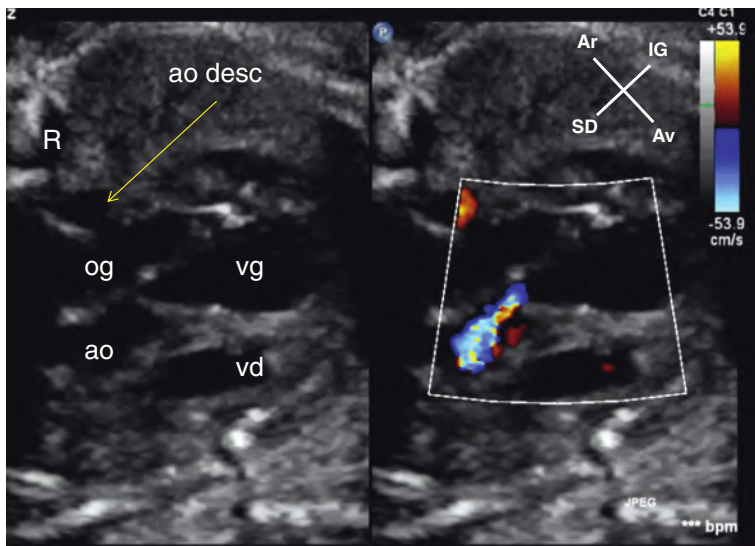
Incidence longitudinale par les cavités gauches en systole d'une sténose valvulaire aortique. L'ouverture de la valve aortique est incomplète. Le Doppler couleur montre un flux étroit et turbulent au passage des valves. ao : aorte ascendante ; ao desc : aorte descendante ; og : oreillette gauche ; R : rachis ; vd : ventricule droit ; vg : ventricule gauche.
